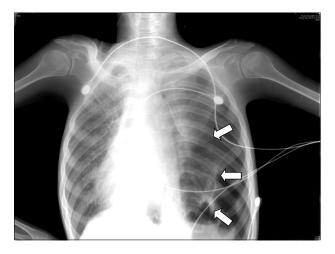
Anteroposterior chest radiograph showing a large left-sided pneumothorax.
